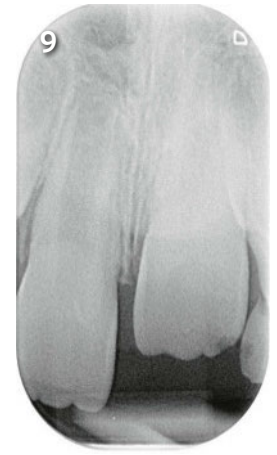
Cas N°1: La radiographie unitaire six mois après l'accident ne montre aucun signe de processus pathologiques.
